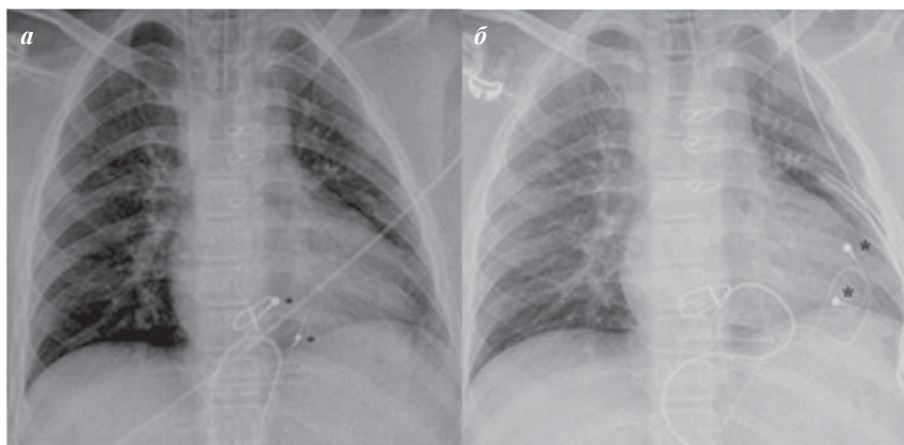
Рентгенограммы, отражающие расположение электродов (отмечены *): а - эпикардальные электроды фиксированы из частичной рестернотомии к передней поверхности желудочка, б - из левосторонней торакотомии к боковой поверхности желудочка (описание в тексте).
